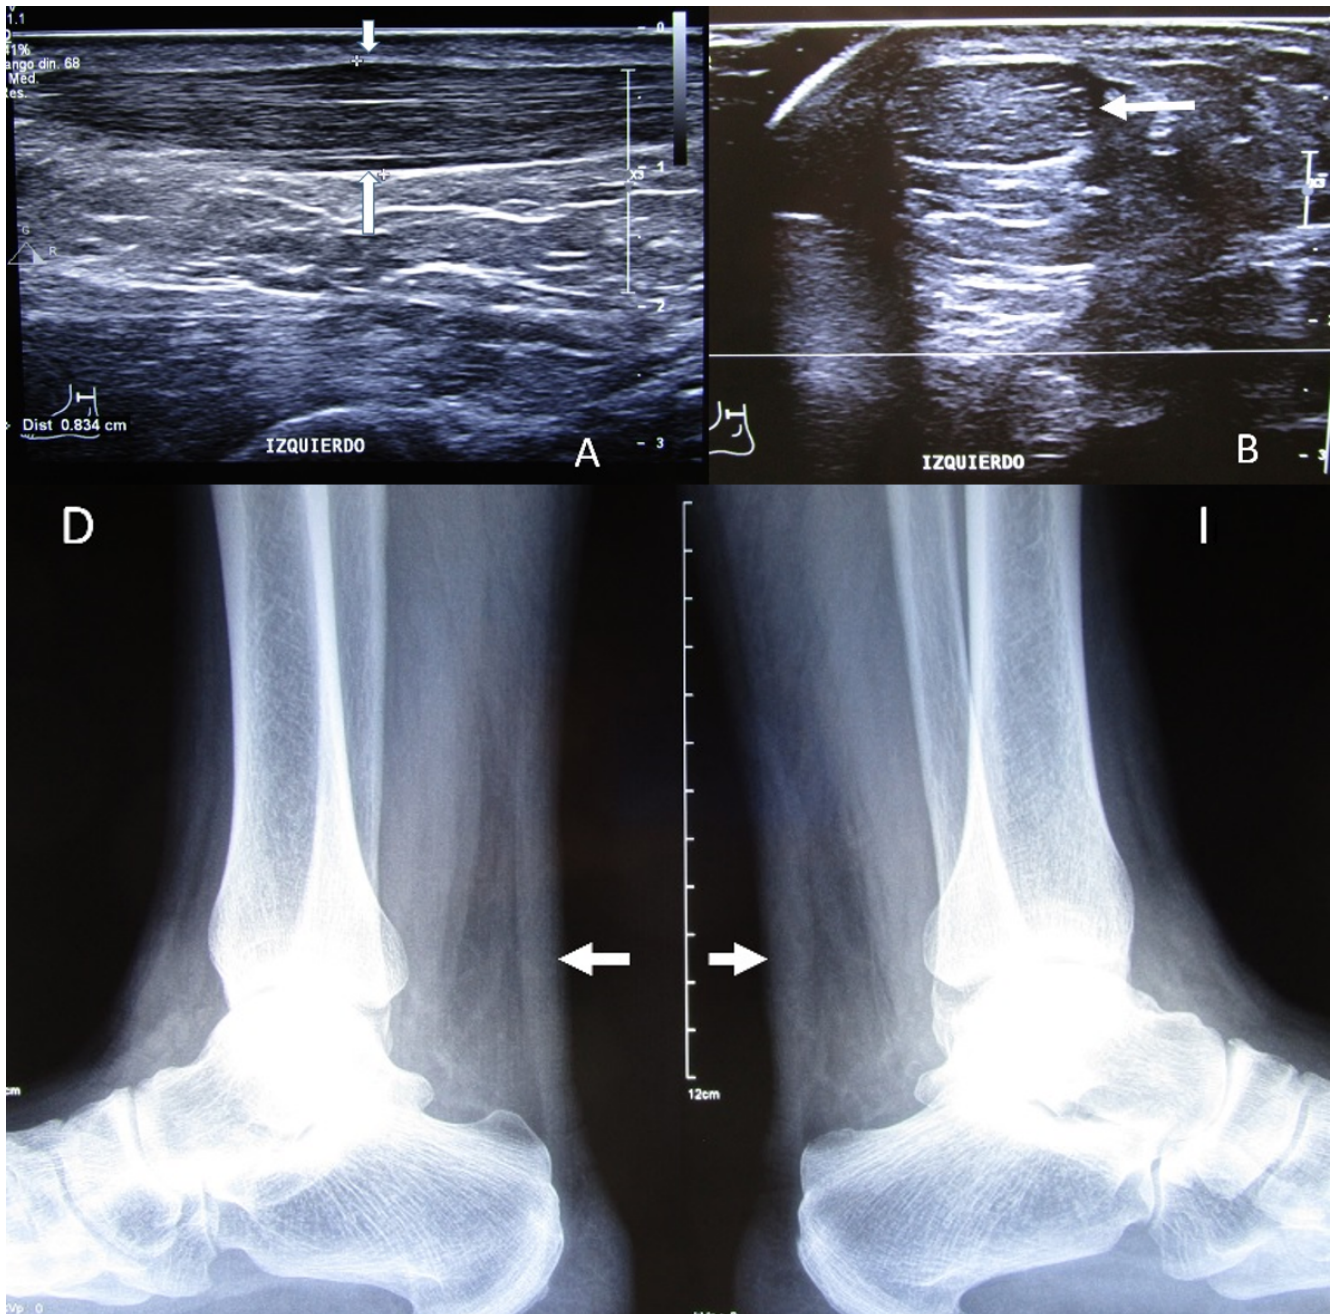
Ultrasonido de cara posterior de tercio inferior de ambas piernas. A) tendón de Aquiles de trayecto normal, íntegro en sus fibras, aumentado de calibre con pérdida del patrón fibrilar a nivel del tercio medio, bilateral, de predominio izquierdo (flechas), se asocia a incremento de volumen y disminución en ecogenicidad de los tejidos adyacentes; B) corte axial mostrando pérdida de interfase con el plano muscular y la grasa preaquílea (flecha) en un área de 3.2 cm con incremento de vascularidad a la aplicación del Doppler. Cy D) Radiografías laterales con engrosamiento bilateral (más izquierdo) de tendón de Aquiles e incremento de líquido en espacio preaquileano.
